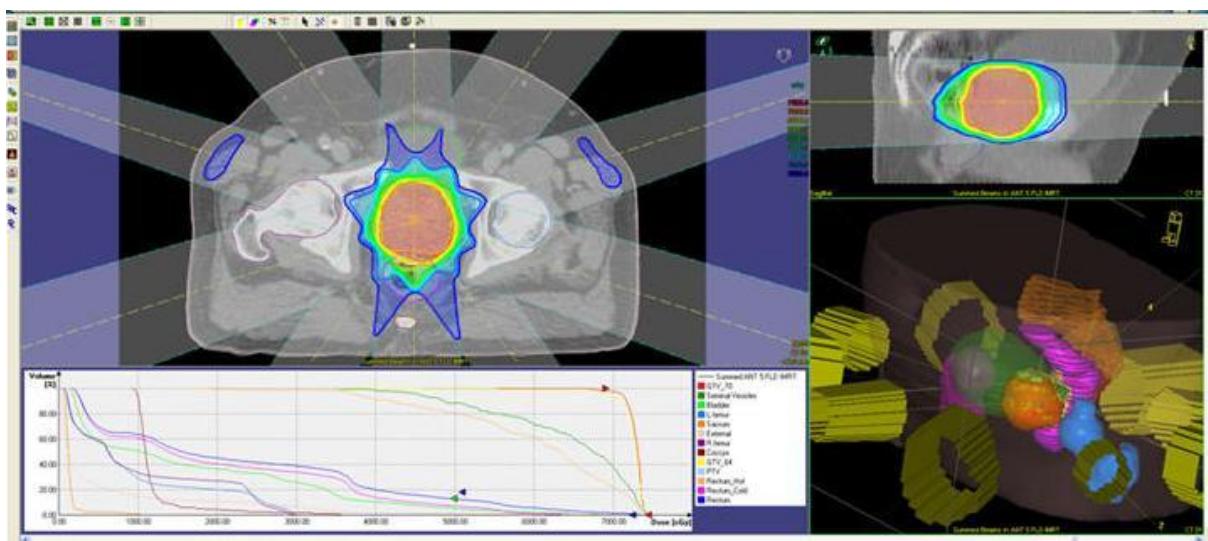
Exemple d'interface graphique du TPS Masterplan® ((Nucletron B.V., Veenendaal, The Netherlands) montrant le CT du patient en positions axiale et sagittale, le contour de la cible tumorale en jaune, la disposition des faisceaux de traitement définie pour ce plan de traitement, la répartition de la dose sous forme d'un code couleur, l'histogramme dose-volume associé au plan de traitement (en bas à gauche), et la modélisation en 3D des organes et des faisceaux (en bas à droite).
